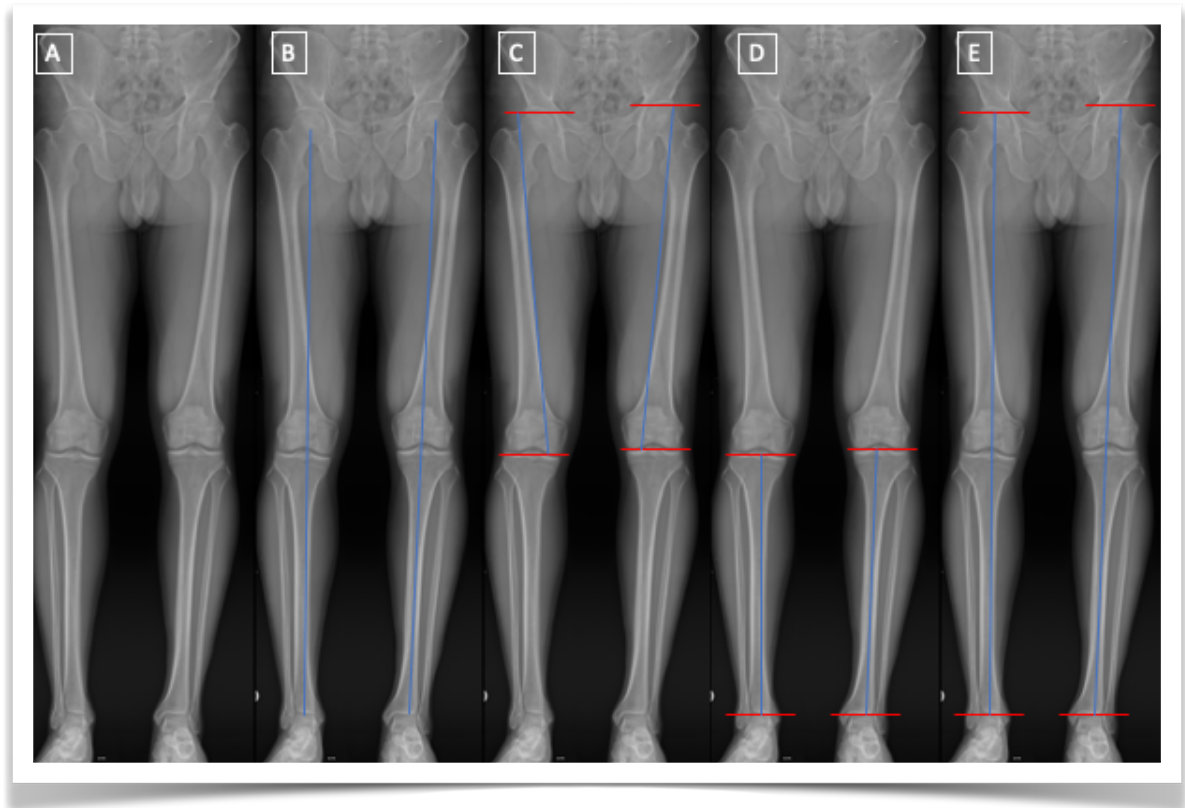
(A) Teleradiografía de EEII con carga proyección AP. (B) Medición de eje mecánico. (C) Medición de longitud fémures. (D) Medición de longitud tibias. (E) Medición de longitud extremidades inferiores.
